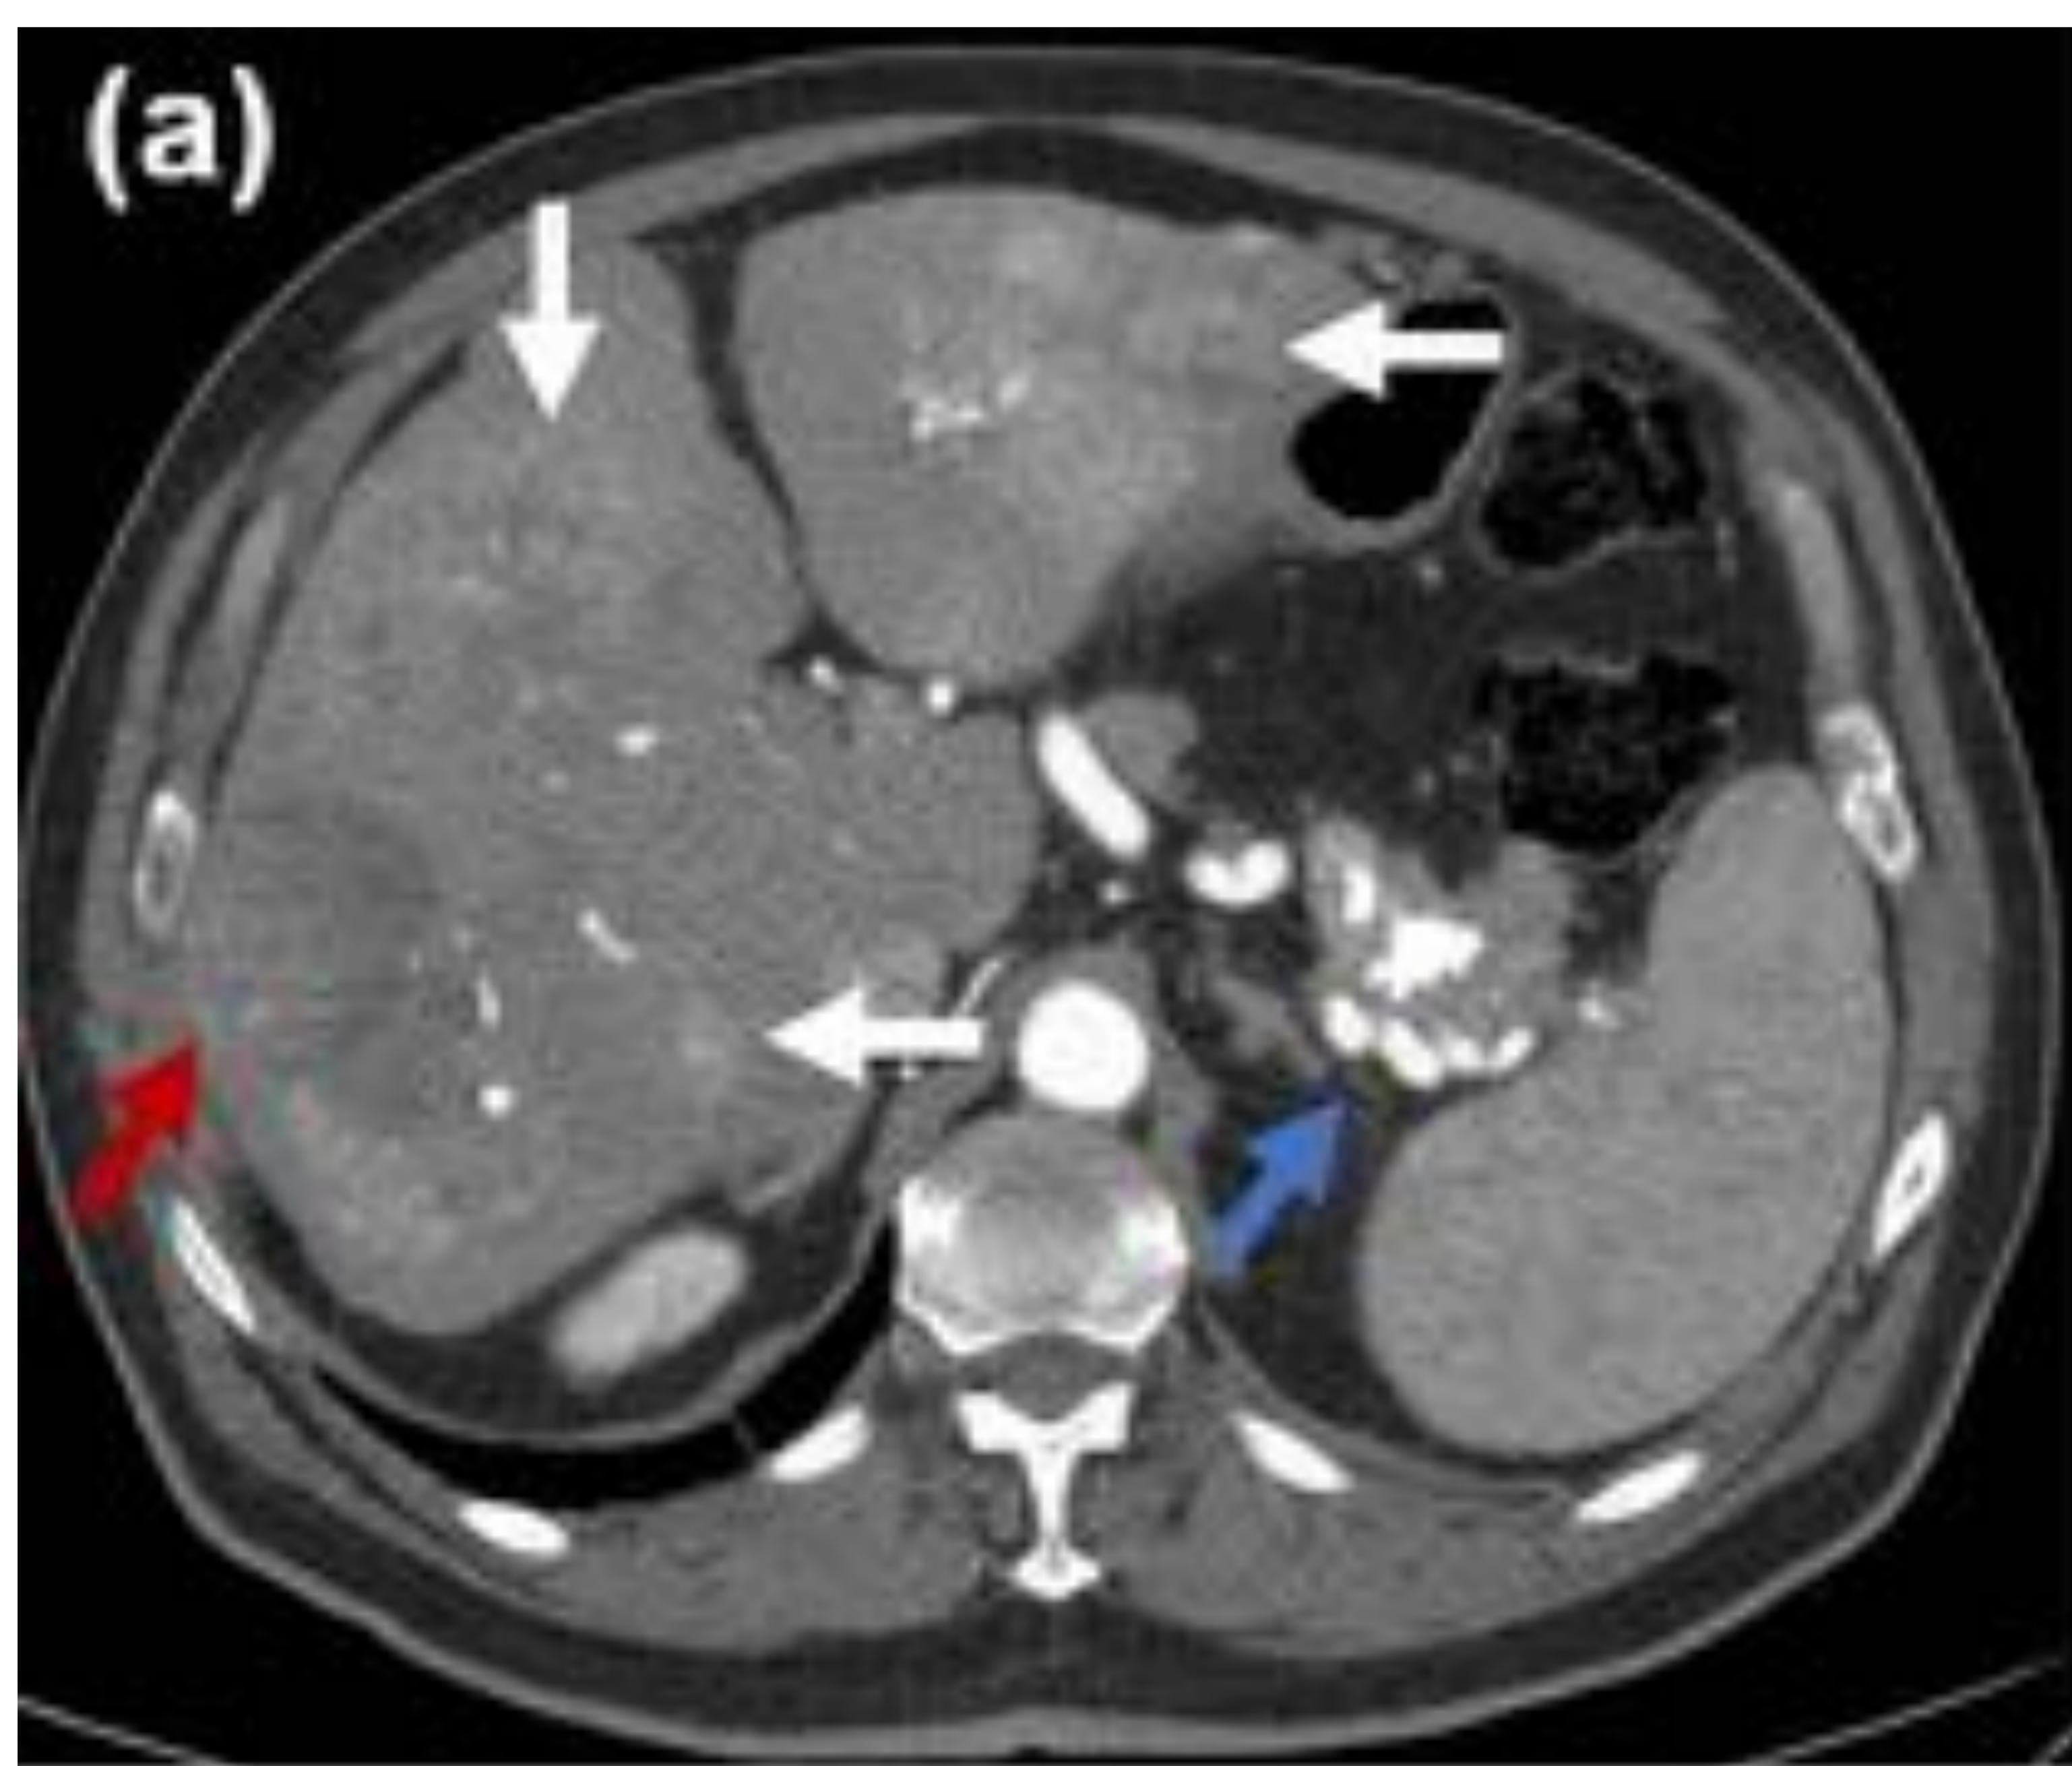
TNE pancreático pobremente diferenciado en TC axial con contraste intravenoso en fase arterial (a,c) y fase portal venosa (b). Se aprecia una tumoración en cola pancreática (flecha azul), de bordes imprecisos y groseras calcificaciones en su espesor. Se presenta hipocaptante tanto en fase arterial como en fase venosa. Se aporta una fotografía ampliada de la fase arterial (c) para mejor visualización de la capacidad invasiva de la tumoración, pues provoca afinamiento e invasión de la vasculatura esplénica (flechas verdes). La presencia de múltiples lesiones hipervasculares en el parénquima hepático (flechas blancas), algunas de ellas con focos de necrosis (flecha roja), son sugestivas de metástasis, lo que corrobora el carácter agresivo de esta tumoración.
